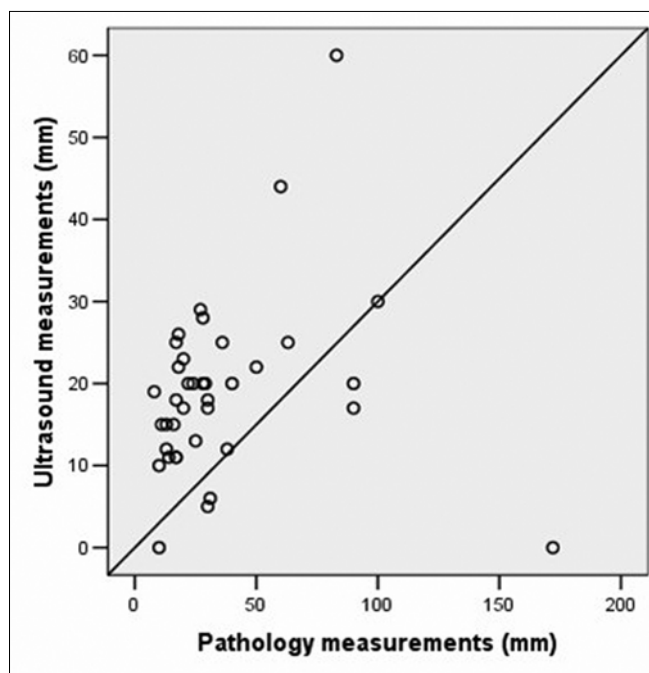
The correlation of the tumor's size on ultrasonography with final pathology.
